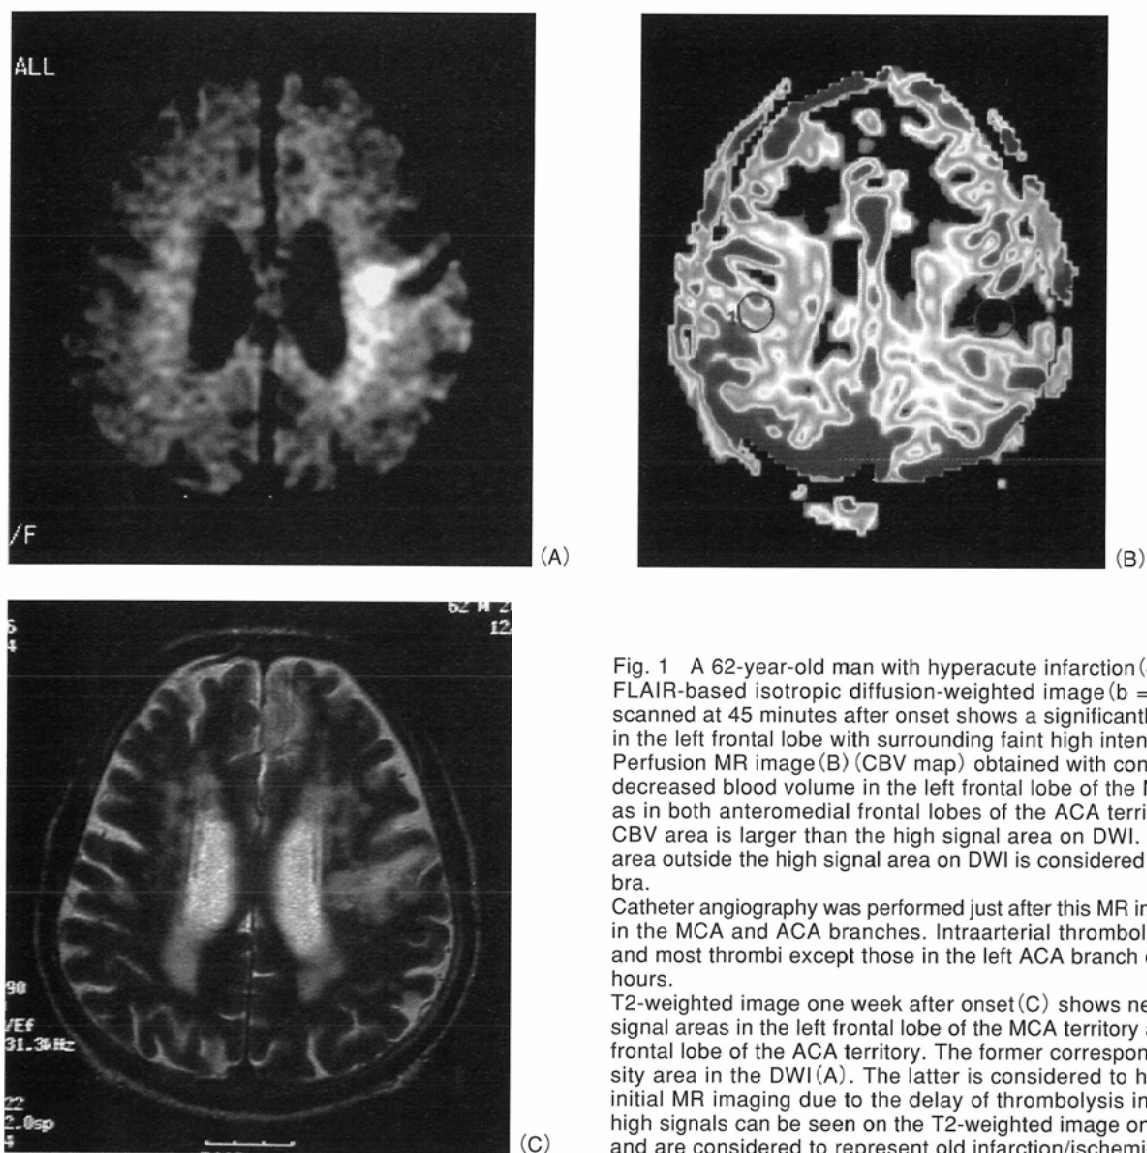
A 62-year-old man with hyperacute infarction (45 minutes). FLAIR-based isotropic diffusion-weighted image ( $b = 1000 \text{ sec/mm}^2$ ) (A) scanned at 45 minutes after onset shows a significantly high-intensity area in the left frontal lobe with surrounding faint high intensity. Perfusion MR image (B) (CBV map) obtained with contrast material shows decreased blood volume in the left frontal lobe of the MCA territory as well as in both anteromedial frontal lobes of the ACA territory. The decreased CBV area is larger than the high signal area on DWI. The decreased CBV area outside the high signal area on DWI is considered to be mostly penumbra. Catheter angiography was performed just after this MR image showed thrombi in the MCA and ACA branches. Intraarterial thrombolysis was performed, and most thrombi except those in the left ACA branch disappeared within 3 hours. T2-weighted image one week after onset (C) shows newly recognized high signal areas in the left frontal lobe of the MCA territory and in the left medial frontal lobe of the ACA territory. The former corresponds to the high-intensity area in the DWI (A). The latter is considered to have developed after initial MR imaging due to the delay of thrombolysis in this territory. Other high signals can be seen on the T2-weighted image on the first day as well and are considered to represent old infarction/ischemic change.
